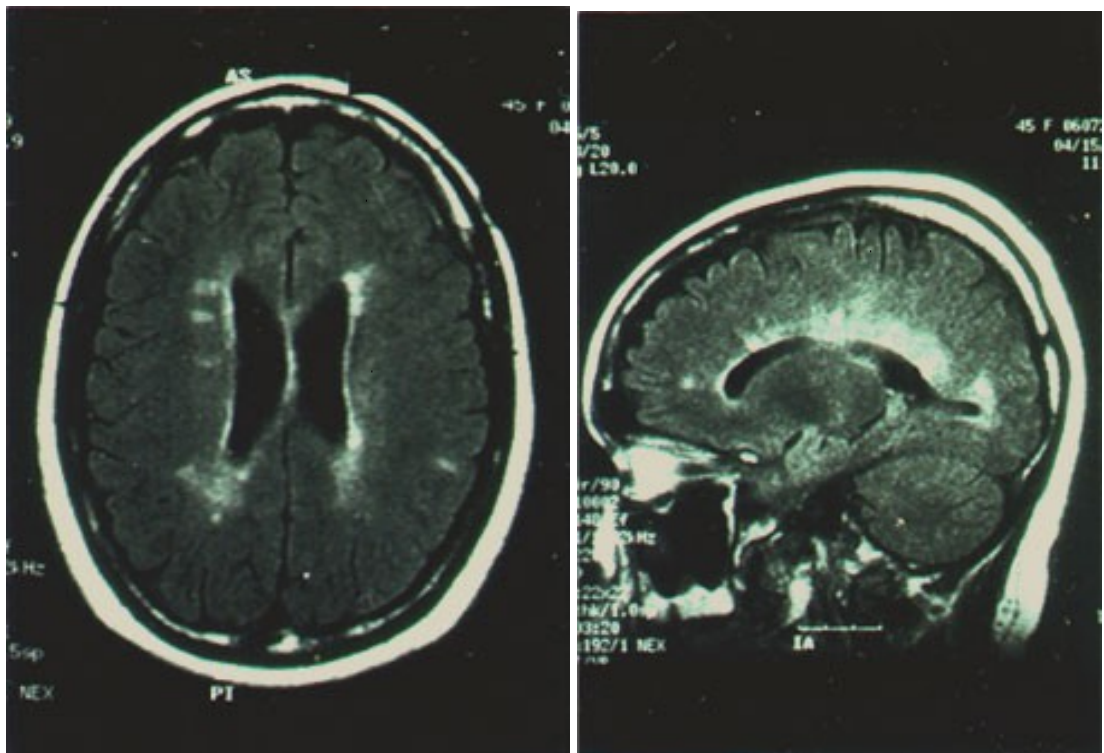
Imagem de Ressonância Magnética de pacientes com Esclerose Múltipla, mostrando as placas de desmielinização caracterizadas pelas manchas brancas apontadas pelas setas.
